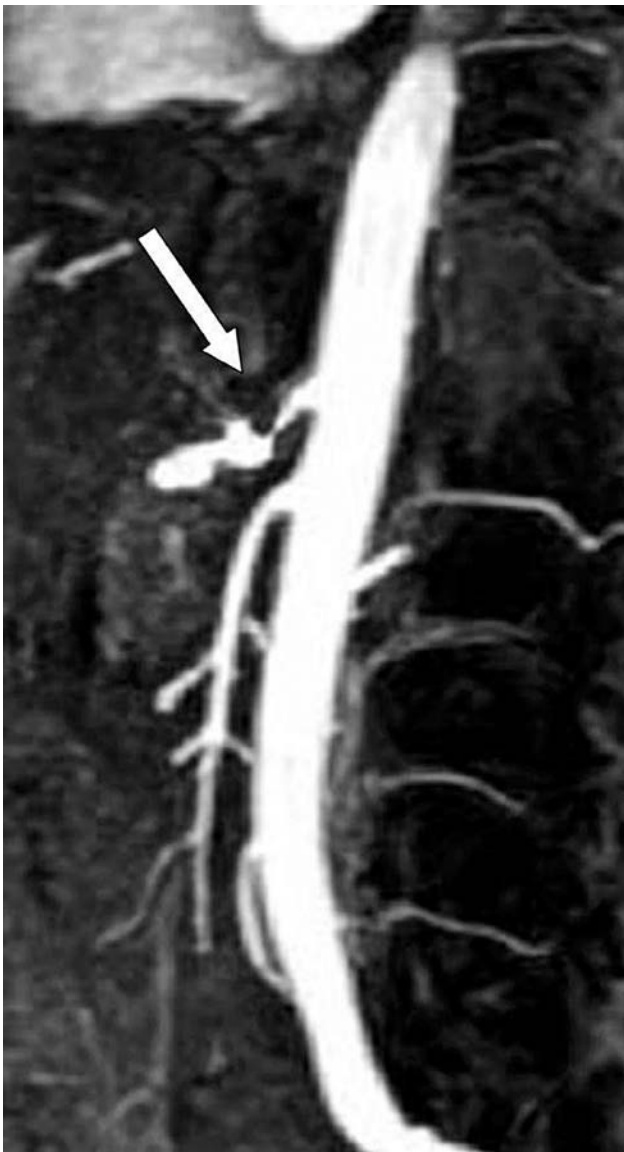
Proyección lateral de angiografía por resonancia magnética de la aorta que muestra compresión crónica del tronco celiaco (flecha) por el ligamento arqueado mediano.
